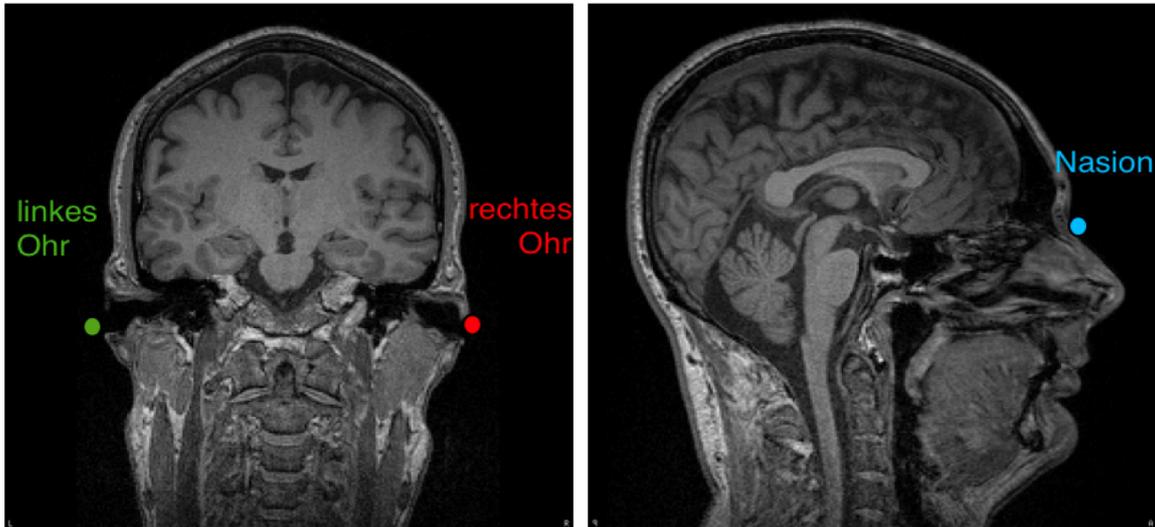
In den MRT Aufnahmen werden drei anatomische Landmarken bestimmt. Diese umfassen die Eingänge der Gehörgänge und das Nasion. Diese Landmarken entsprechen der Position der funktionellen Landmarken, die während der Messung direkt am Probanden befestigt sind. Somit kann durch die spätere Überlagerung der funktionellen und anatomischen Landmarken die präzise Rekonstruktion beobachteter Aktivitätsursprünge berechnet werden.
